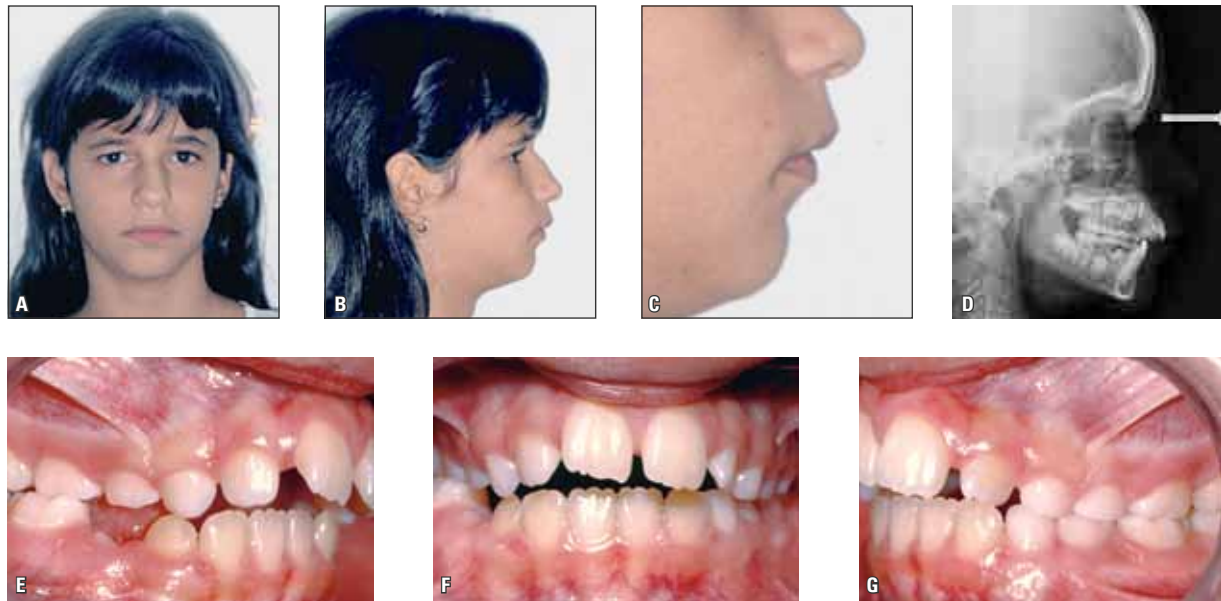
Fotografias extrabucais (A, B e C), radiografia cefalométrica (D) e fotografias intrabucais (E, F e G) iniciais.
